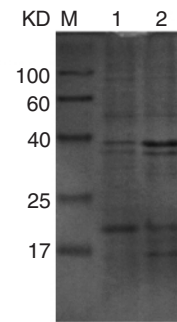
重组 CFP-10 肽段表达形式分析 SDS-PAGE 电泳图 M: 蛋白质分子量标准; 1: 重组 CFP-10 蛋白菌体超声波破碎后的上清; 2: 重组 CFP-10 蛋白菌体超声波破碎后的沉淀。
